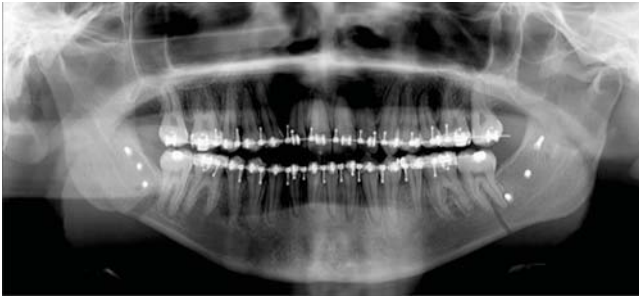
Ortopantomografía. Observe la presencia de fracturas y material de osteosíntesis.
